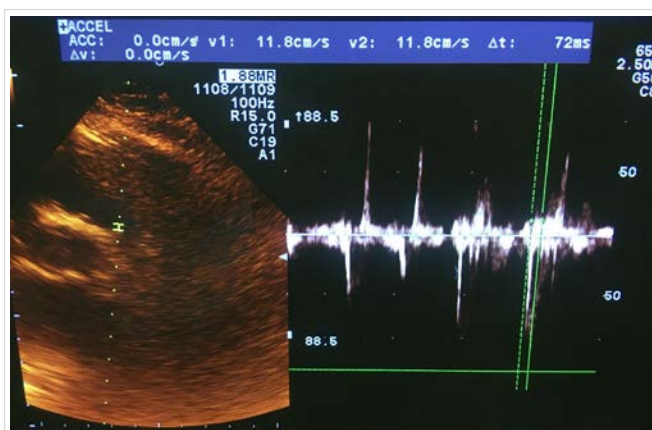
Doppler pulsado a nivel del tracto de salida del ventrículo derecho que muestra reducción del tiempo de aceleración pulmonar (curva de flujo pulmonar tipo II).
